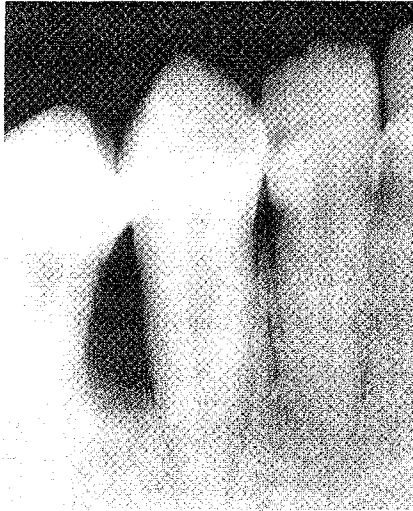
D'après Sapp et coll. [52] tumeur odontogénique épidermoïde. La radiographie montre la perte de l'os alvéolaire interproximal
